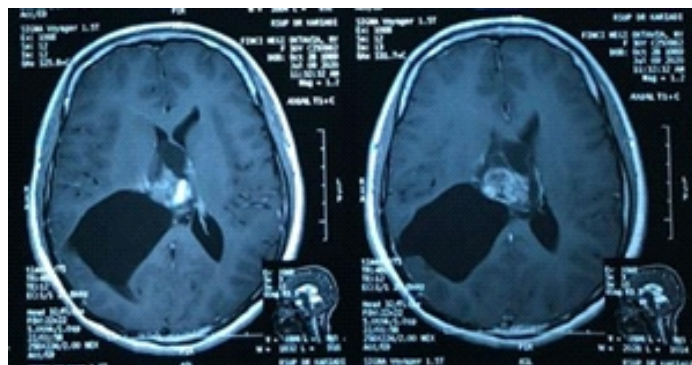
Post-operative brain MRI still showed a mass in the right lateral ventricle which smaller than before surgery (4.09 x 3.01 x 4.13 cm)
